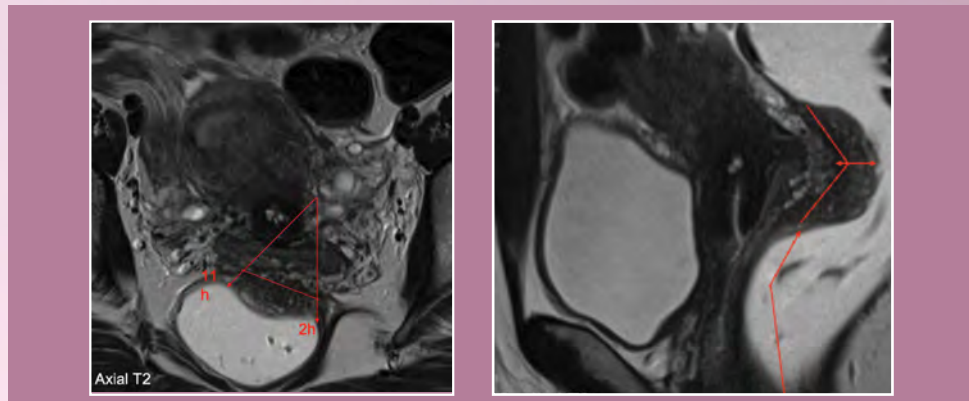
Imagens de ressonância magnética (T2 axial e sagital) de endometriose profunda intestinal, ilustrando a medição da espessura parietal e da extensão da lesão na transição reto-sigmoideia.
